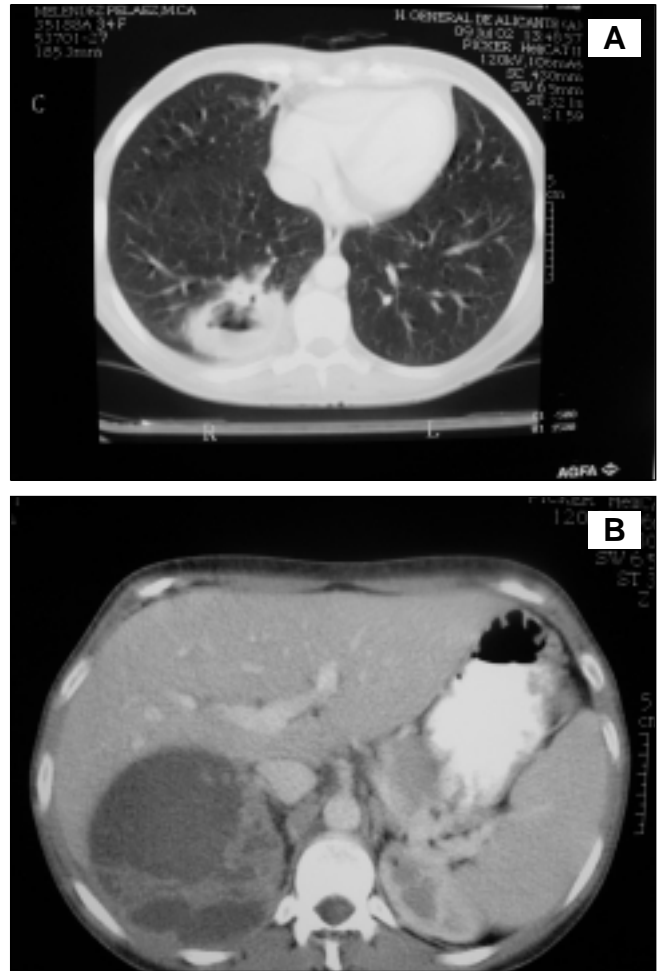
TC tóraco-abdominal: absceso pulmonar en el segmento 10 del LII secundario a piodrosis renal derecha. Se observa solución de continuidad entre las cavidades torácica y abdominal.
